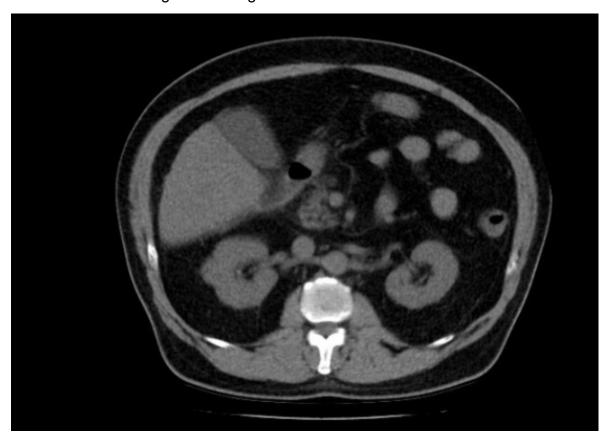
tomografia computadorizada de adrenais - nódulo a direita
